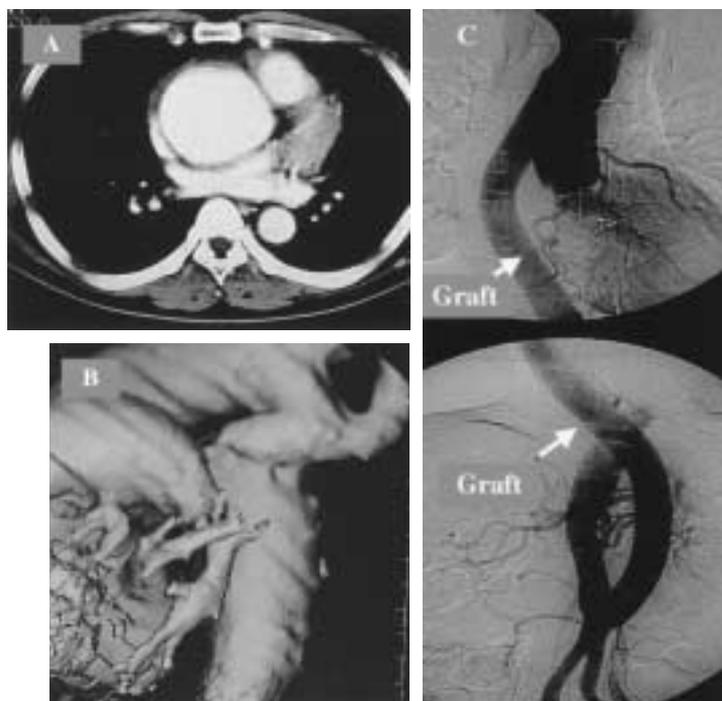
Preoperative CT showing a dilated aortic root (A) and dislocated left subclavian artery and coarctation of the aorta (B) in case 7. C: Postoperative aortogram showing reconstructed aortic root with a valved conduit and an extra-anatomical bypass from the ascending to the abdominal aorta.
